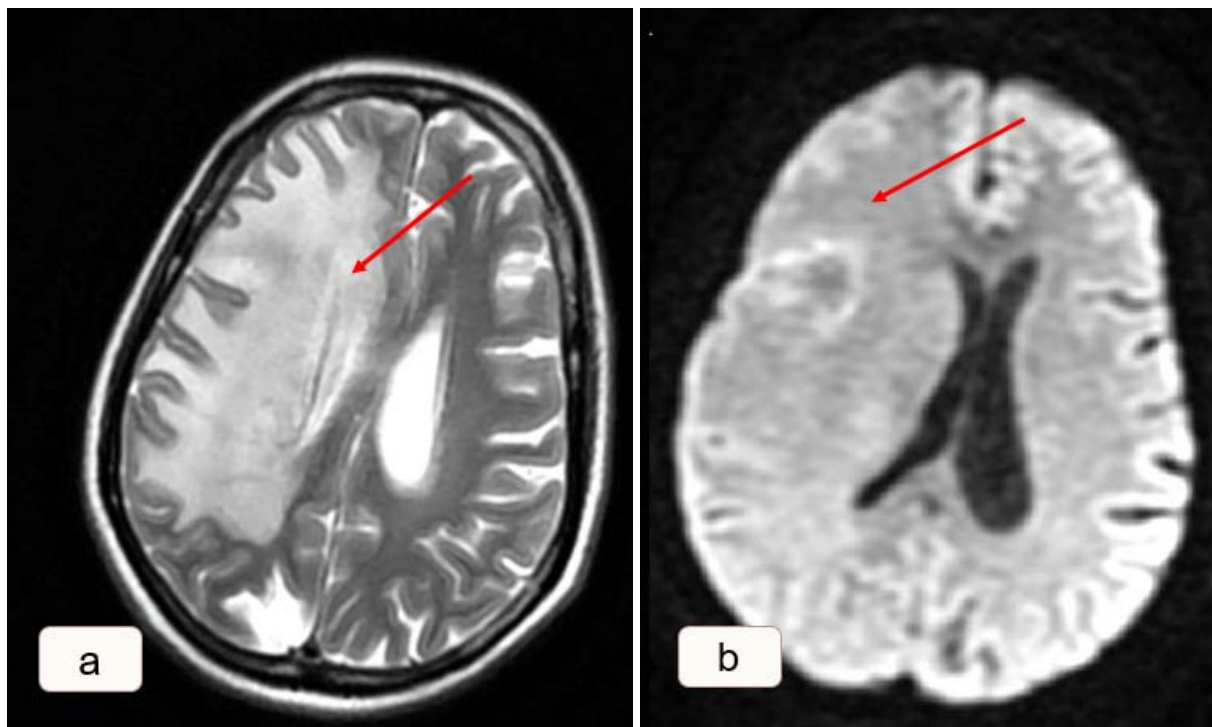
IRM cérébrale séquences T2(a) et diffusion(b) chez la même patiente (d) et chez qui on objective l'aspect en iso signal diffusion de la plage péri-tumorale(flèche)
